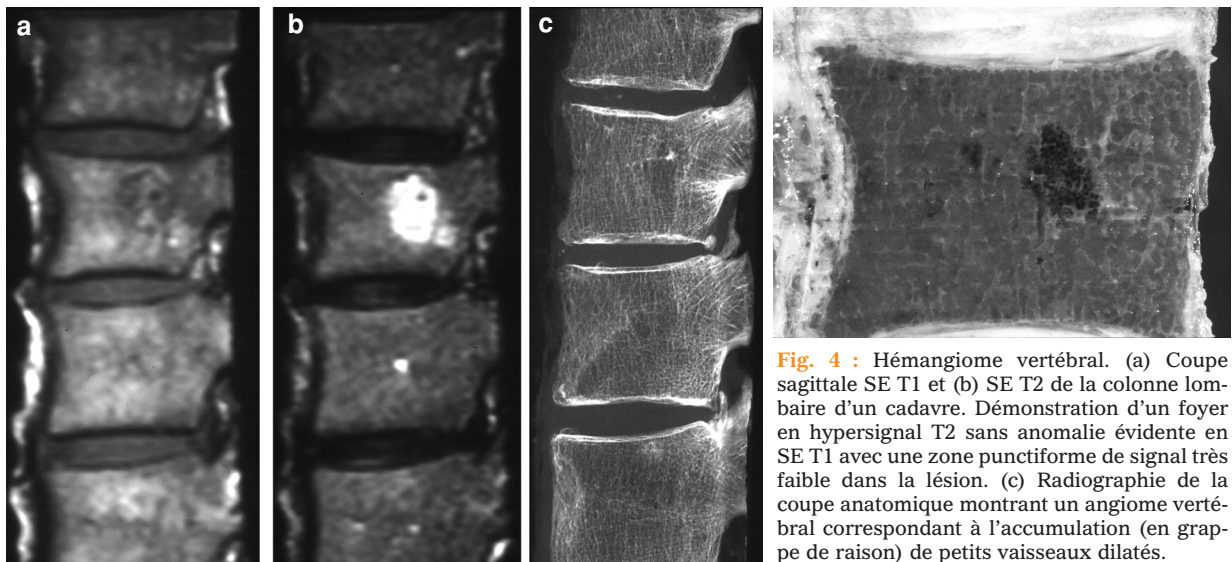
Hémangiome vertébral. (a) Coupe sagittale SE T1 et (b) SE T2 de la colonne lombaire d'un cadavre. Démonstration d'un foyer en hypersignal T2 sans anomalie évidente en SE T1 avec une zone punctiforme de signal très faible dans la lésion. (c) Radiographie de la coupe anatomique montrant un angiome vertébral correspondant à l'accumulation (en grappe de raison) de petits vaisseaux dilatés.
